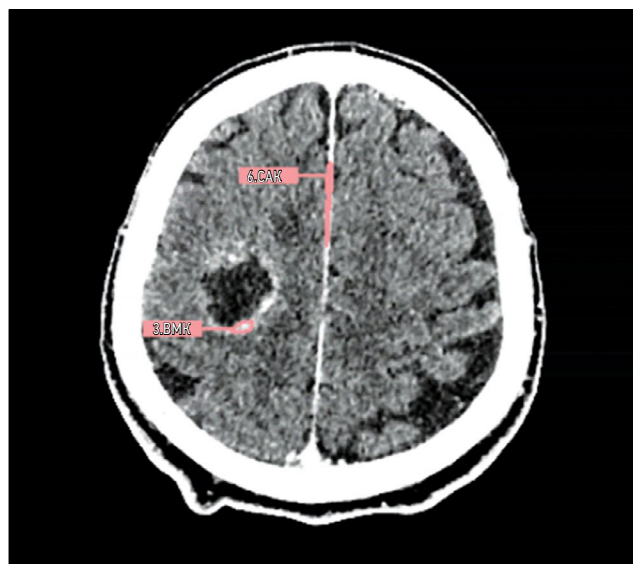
缺陷：分析的系列不正确（对比后CT而非原始CT）。“CT”模式。
